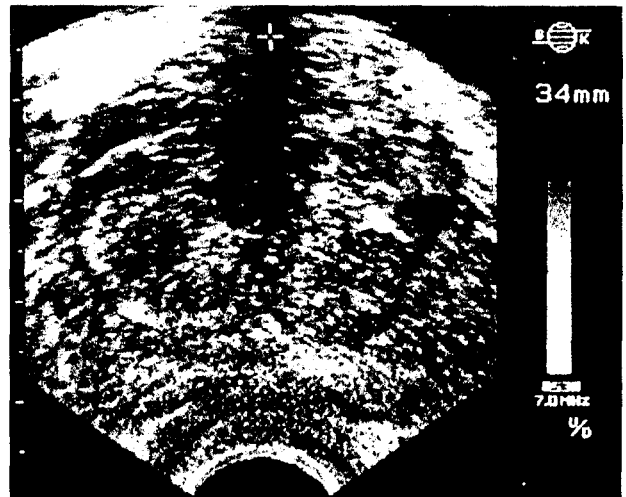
Ecografie prostatică transrectală (secțiune transversală).
